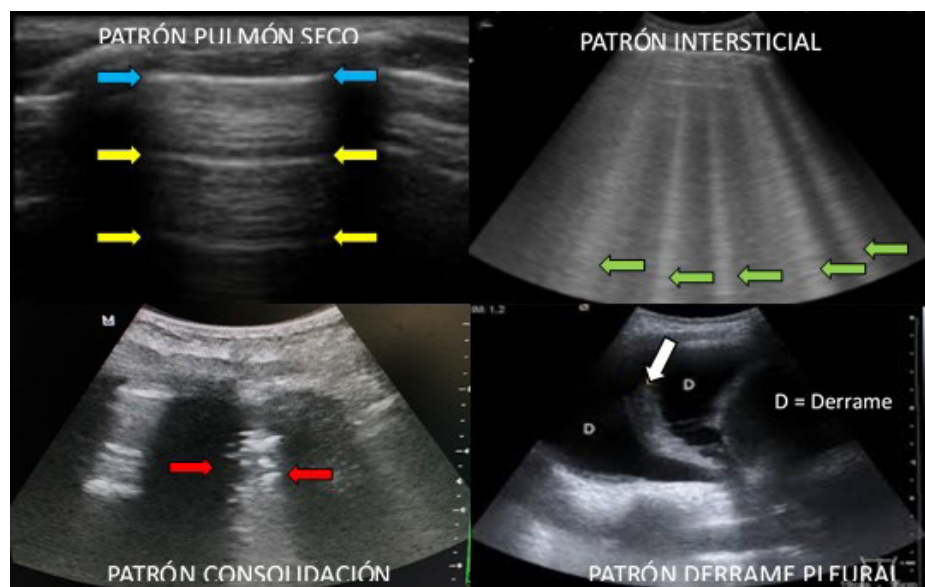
Patrones ecográficos del ultrasonido pulmonar
